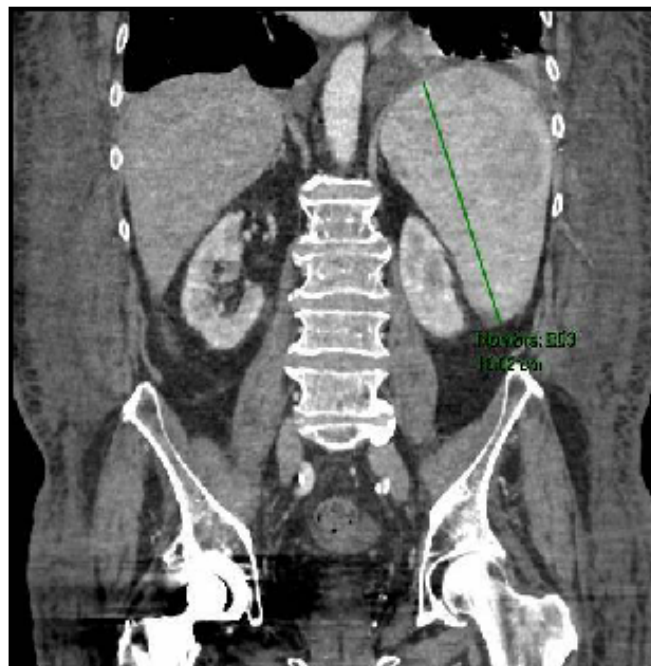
TC abdomino-pélvico. Esplenomegalia de 18.02 cm secundaria a infección por *Leishmania infantum*.
